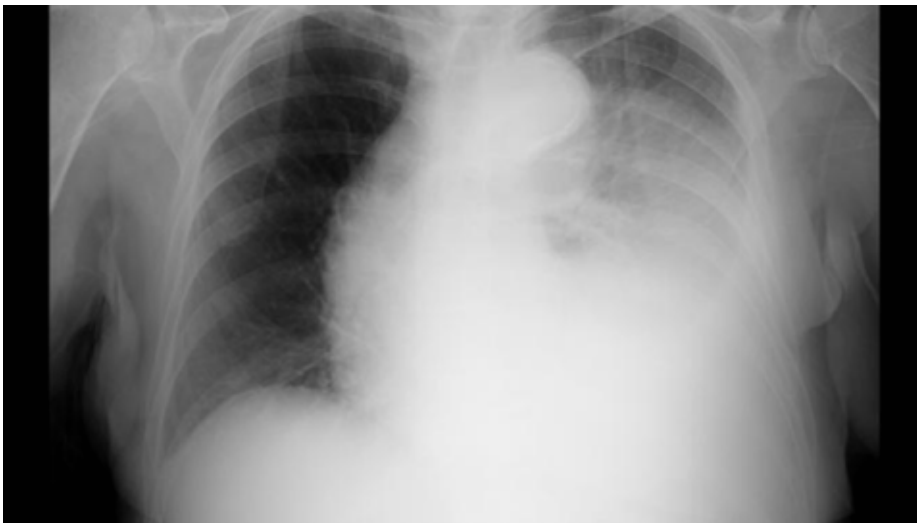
Radiografia de tórax (10/10).
